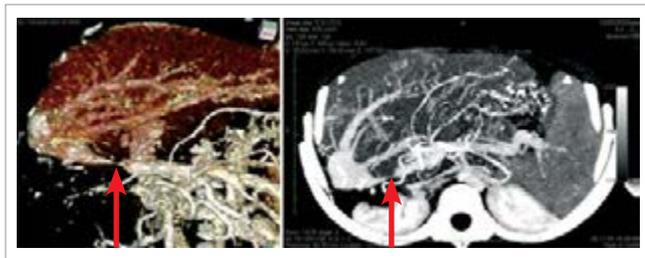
Мультиспиральная КТ-ангиография: стеноз воротной вены (указан стрелками)
